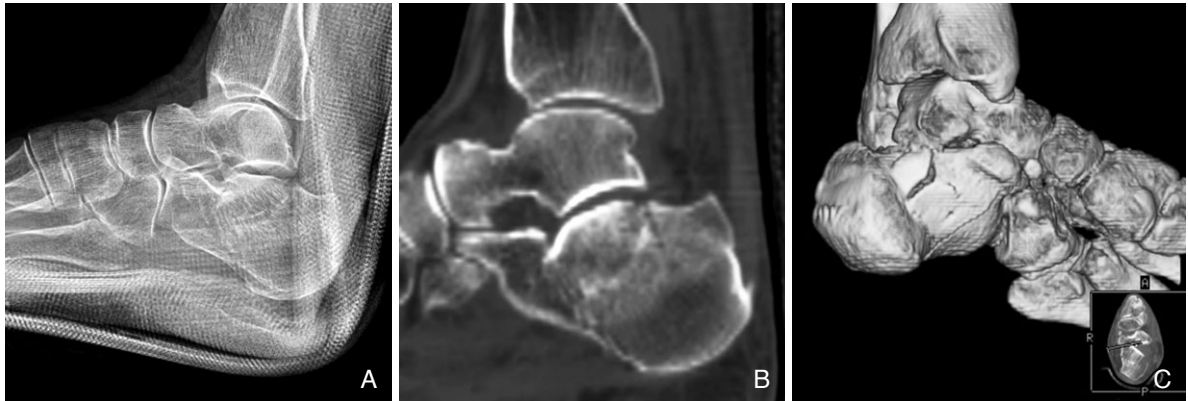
A patient with intra-articular calcaneal fracture. (A) A lateral foot plain radiograph shows suspicious vertical radiolucent fracture line at calcaneal body. (B) Sagittal reformatted CT image clearly shows the fracture line extending to subtalar joint. (C) Three-dimensional (3D) image with surface shaded technique (SSD) shows multiple fracture lines at a glance.
